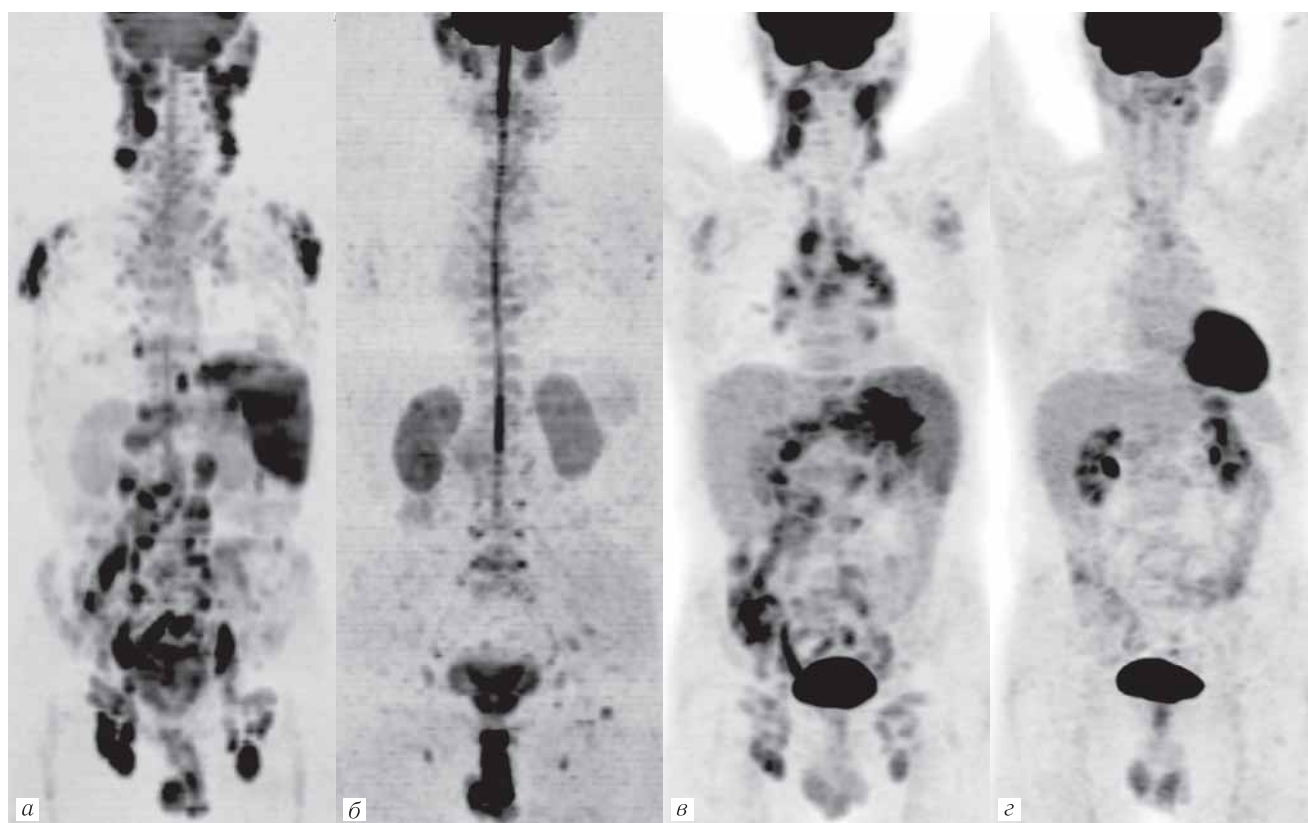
Изображения ДВИ b800 всего тела в инвертированной шкале серого цвета (а, б) (ПЭТ-подобные) и ПЭТ (в, г) пациента 57 лет с НХЛ из клеток мантийной зоны, IV стадия. До начала химиотерапии (а, в) определяется поражение ЛУ выше и ниже диафрагмы, желудка. После 8 курсов химиотерапии (б, г) оба метода установили полную регрессию опухолей — категории оценки М 1 (б) и Д 1 (г)
